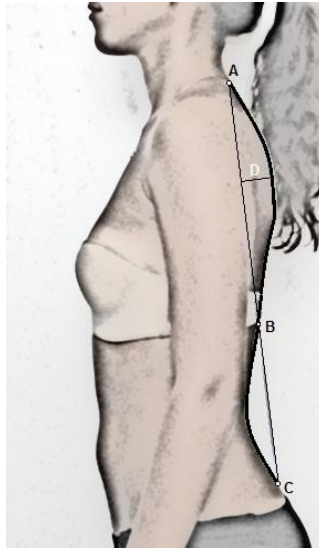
Pontos de referência anatômicos e variáveis da postura da coluna vertebral no plano sagital. O ponto A representa C7, o ponto B o ponto de inflexão entre os corpos vertebrais da coluna torácica e lombar e o ponto C representa o espaço intervertebral L5/S1. As variáveis da postura sagital da coluna são: CT (distância entre A e B), CL (distância entre B e C) e IC [IC = profundidade torácica (D)/CT \times 100].
